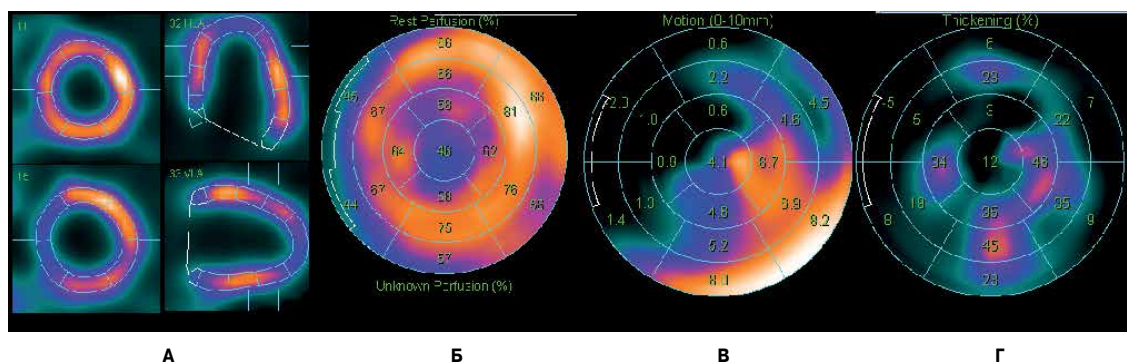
Исходные данные перфузионной С-ОЭКТ миокарда пациента с ХСН неишемического генеза.
